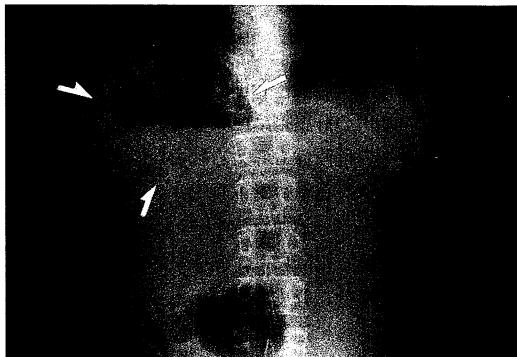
An abdominal X-ray on admission revealed abnormal gas and niveau formations in the right upper quadrant in the upright position.
